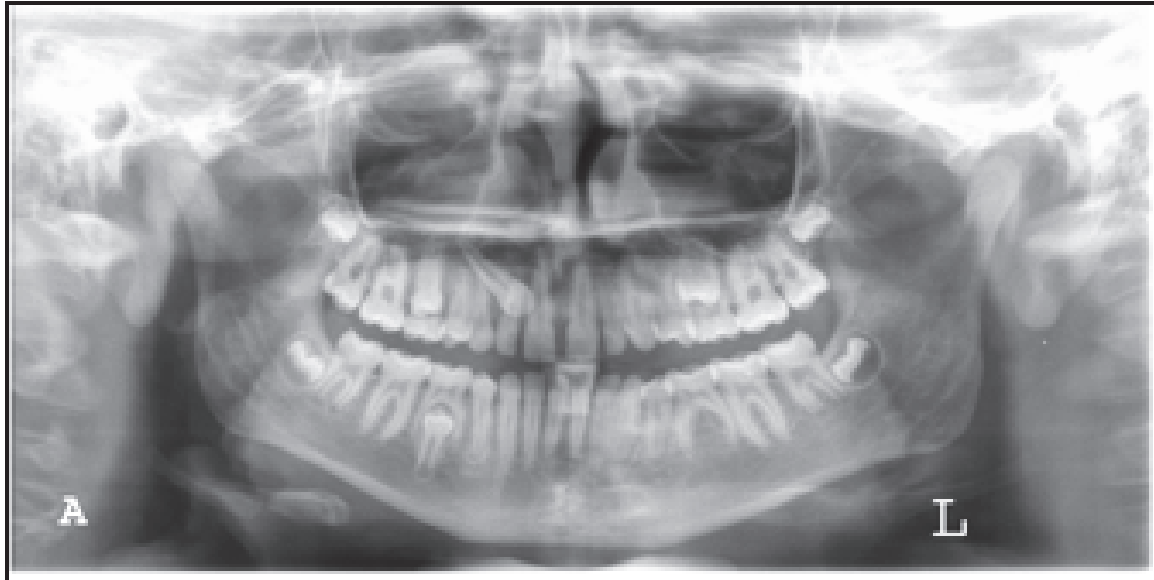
radiographie panoramique révélant une inclusion de la dent n°13 sans résorption voisine significative (Alqerban, 2011)
